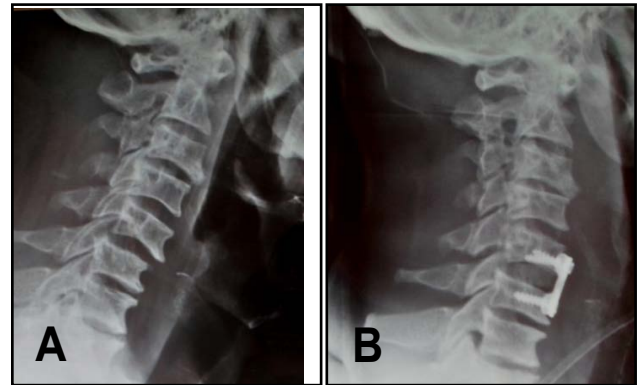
Radiographie standard du rachis cervical (Profil) montrant une entorse grave C5-C6.
